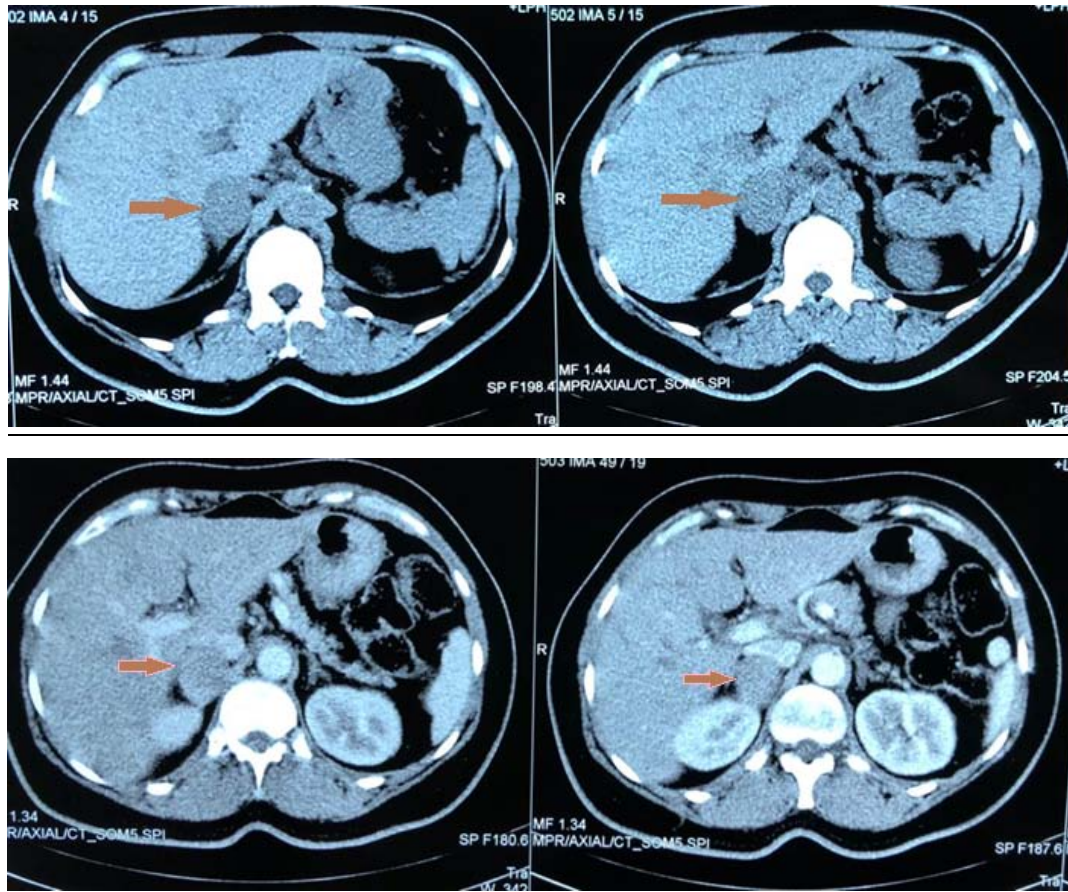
TDM d'une masse surrénalienne droite (iconographie du service)
